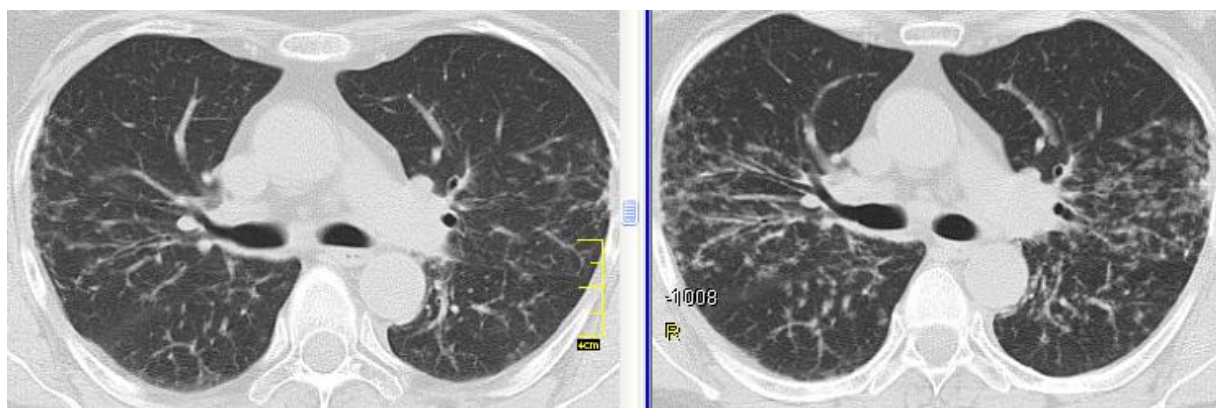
КТ хворої Ш., саркоїдоз органів дихання II стадії; ліворуч – на візиті 3, праворуч – на візиті 4: прогресування саркоїдозу при зниженні дози метилпреднізолону до 2 мг/добу
